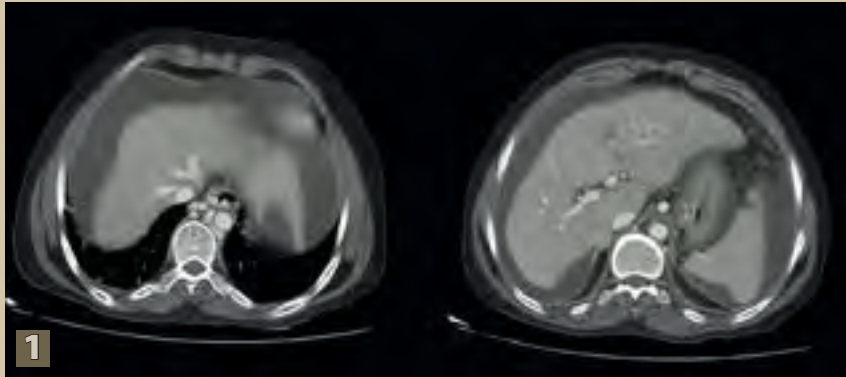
Cortes axiales de tomografía abdominal con medio de contraste endovenoso, se identifica lobulación del contorno hepático, ascitis y desarrollo importante de colaterales a nivel esofágico, causantes de las hemorragias de tubo digestivo
